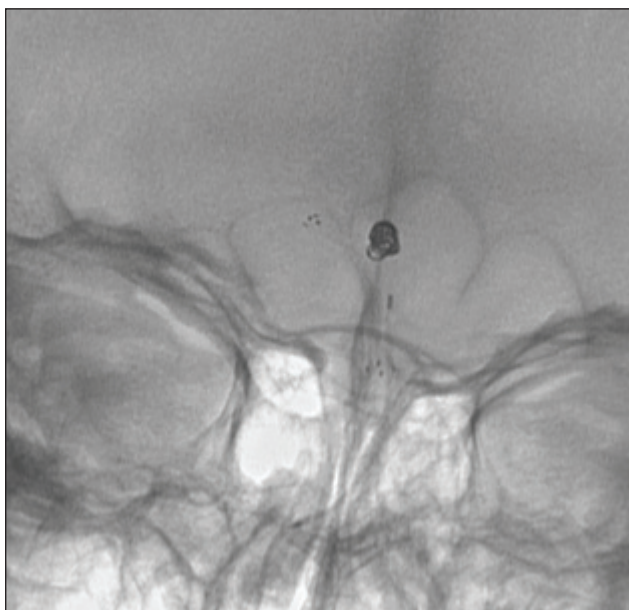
Интраоперационная рентгенокраниография (прямая проекция) пациентки Т., 1958 г.р.: видны проксимальные и дистальные метки имплантированного стента, тень спиралей в полости аневризмы
